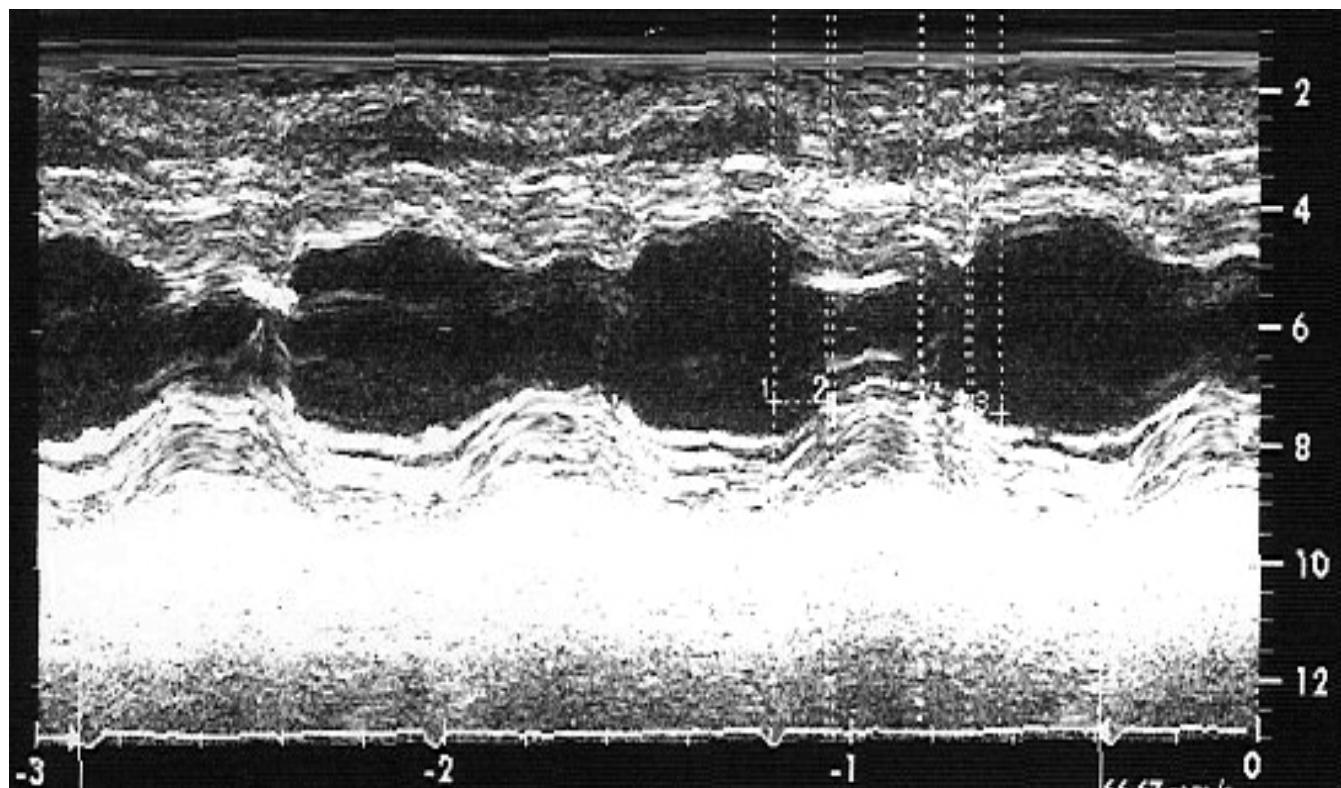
M-mode echocardiographic images obtained in para-sternal long axis view. Note that the time to reach half of maximal systolic contraction as percent of cardiac cycle (Th1/Th2) is decreased and the slow late systolic contraction with second peak. Th1/Th2 time was calculated as 12% of cardiac cycle (normal value is $19.9 \pm 3.9\%$).
